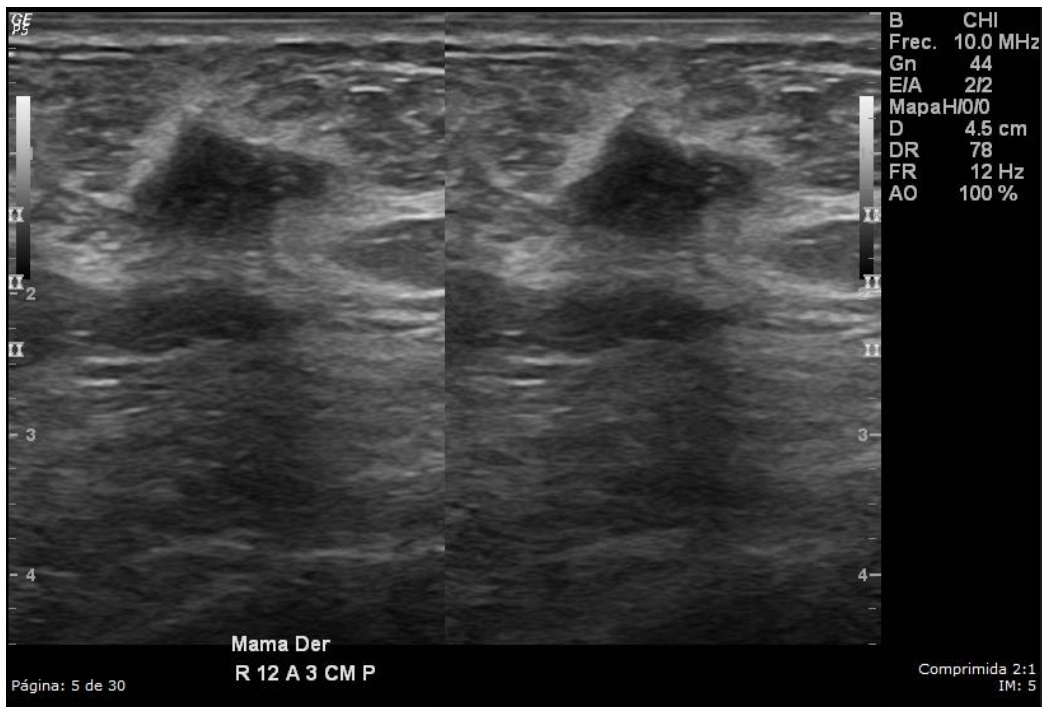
Carcinoma ductal invasivo grado 1 en una mujer de 47 años. Ultrasonido mamario que muestra una masa de forma irregular, orientación paralela, margen angular, hipoecoica y sombra posterior. Ésta masa fue categorizada como BI-RADS 5.
